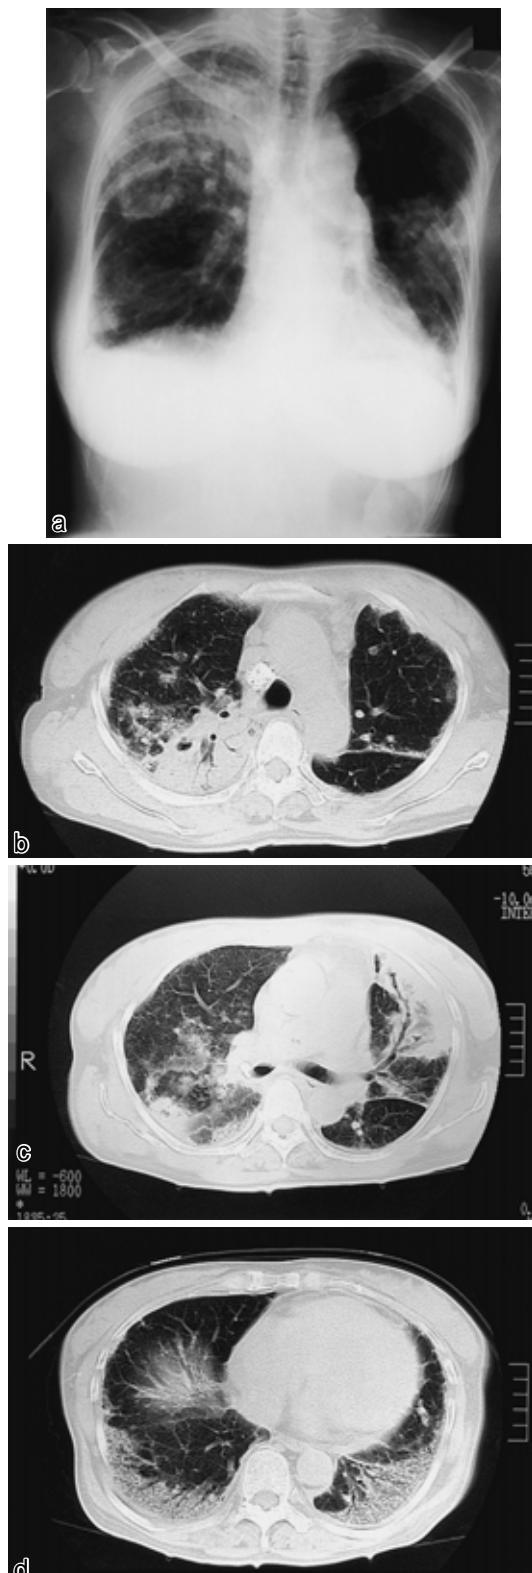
a) Chest radiograph on admission (December 14, 1998) showing the infiltrate in the right upper and left middle lung fields.
